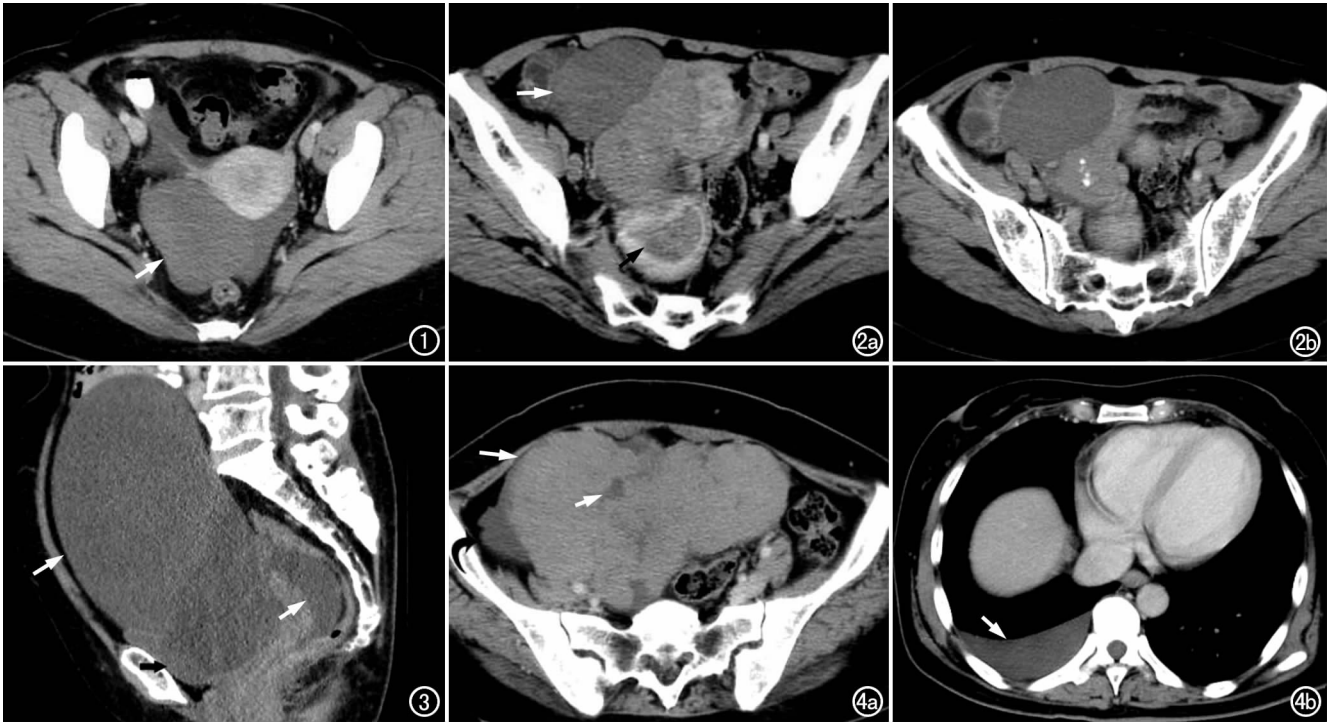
实性卵泡膜细胞瘤,增强 CT 示肿块形态规则(箭),边缘清楚光滑,其内密度均匀,轻度强化,强化程度低于同层肌肉,伴有子宫内膜增厚和少量腹水。图 2 囊实性卵泡膜细胞瘤。a) 增强 CT 示单房囊性肿块(白箭),囊性成分密度低且均匀,实性成分呈不均匀强化,其内为片状低密度区,伴有子宫内膜明显增厚(黑箭);b) CT 平扫示肿瘤实性成分中有点状、斑片状钙化灶。图 3 囊性卵泡膜细胞瘤,增强 CT 示肿瘤呈单房巨大囊性病变(长箭),囊内密度低且均匀,囊壁薄且厚度均匀,囊内无分隔,子宫直肠窝有少量积液(短箭)。图 4 实性卵泡膜细胞瘤。a) 增强 CT 示肿瘤内实性成分占主要部分,密度与同层肌肉相仿,其中有少量低密度区(短箭),所占比例<1/3,伴有少量腹水(长箭);b) 胸部 CT 示右侧胸腔积液(箭),为 Meigs 综合征。
